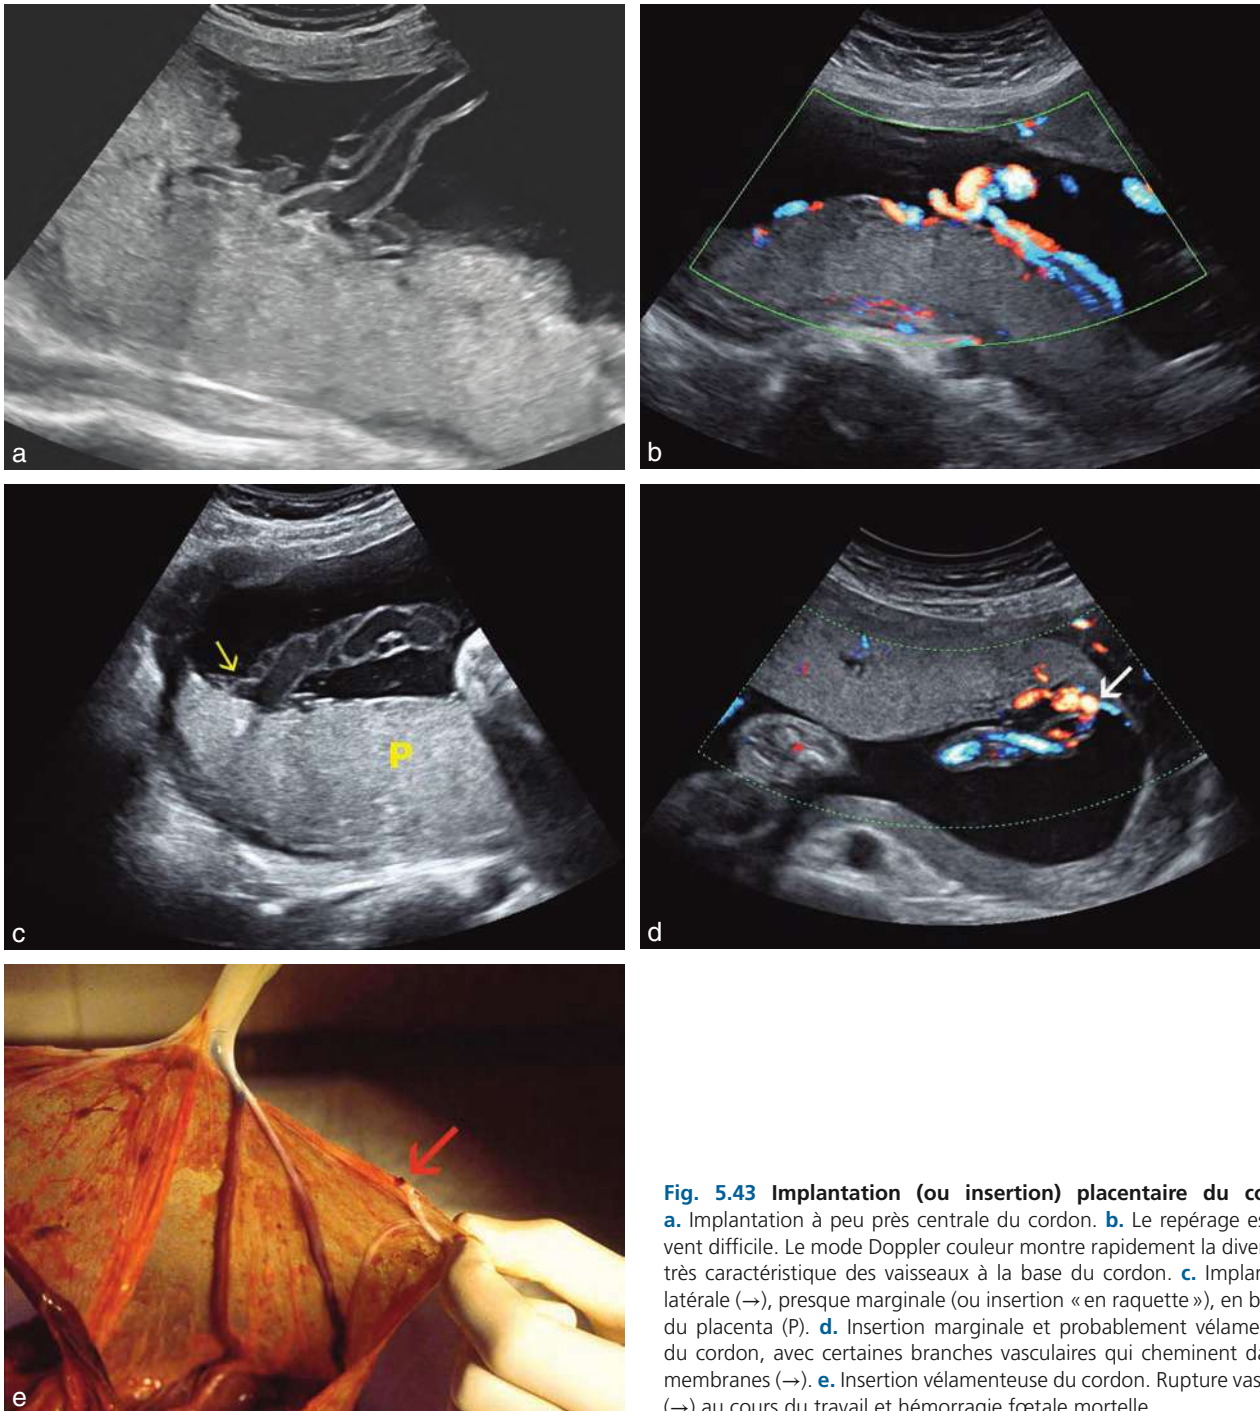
Implantation (ou insertion) placentaire du cordon. a. Implantation à peu près centrale du cordon. b. Le repérage est souvent difficile. Le mode Doppler couleur montre rapidement la divergence très caractéristique des vaisseaux à la base du cordon. c. Implantation latérale (→), presque marginale (ou insertion « en raquette »), en bordure du placenta (P). d. Insertion marginale et probablement vélamenteuse du cordon, avec certaines branches vasculaires qui cheminent dans les membranes (→). e. Insertion vélamenteuse du cordon. Rupture vasculaire (→) au cours du travail et hémorragie fœtale mortelle.
